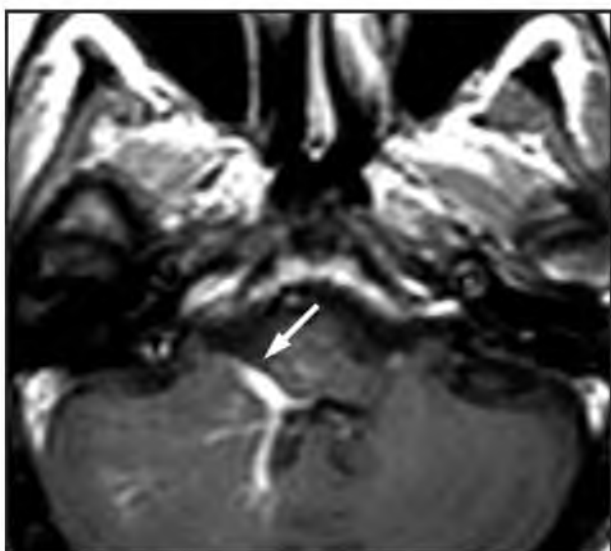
Пациент Л., 33 лет, с диагнозом «венозная ангиома ствола». МРТ. Постконтрастное T1-ВИ аксиальная плоскость
